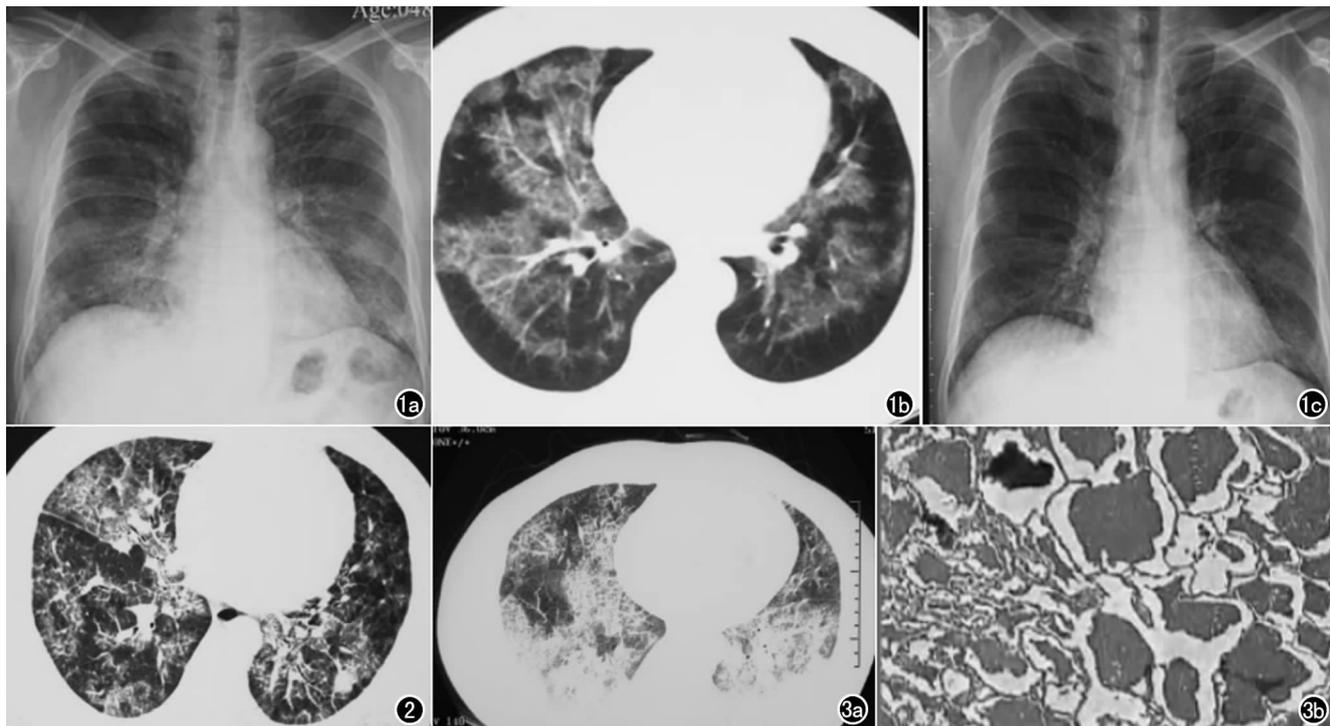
a) X线片示双侧中下肺对称分布的斑片状边缘模糊的磨玻璃影,呈蝶翼状分布;b)薄层CT图像病灶呈絮状、斑片状磨玻璃密度影;c)肺泡灌洗术2个月后X线片示两肺磨玻璃影密度明显减低、范围缩小、网格状影明显减少。图2胸部MSCT病灶呈“地图状”分布,表现为“铺路石”样改变。图3 a)CT平扫示双肺实质及间质弥漫分布多发的斑片状密度增高影,边缘模糊,密度不均,其内可见支气管气象;b)肺泡腔内充满无定形的嗜酸性PAS染色阳性沉淀物。
